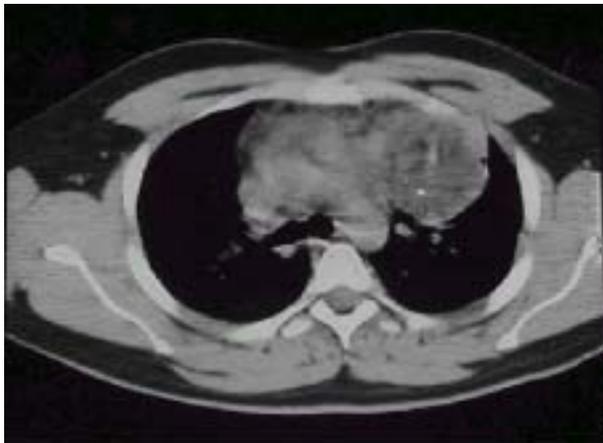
Tomografía de tórax en un paciente con teratoma originado en mediastino anterior.
